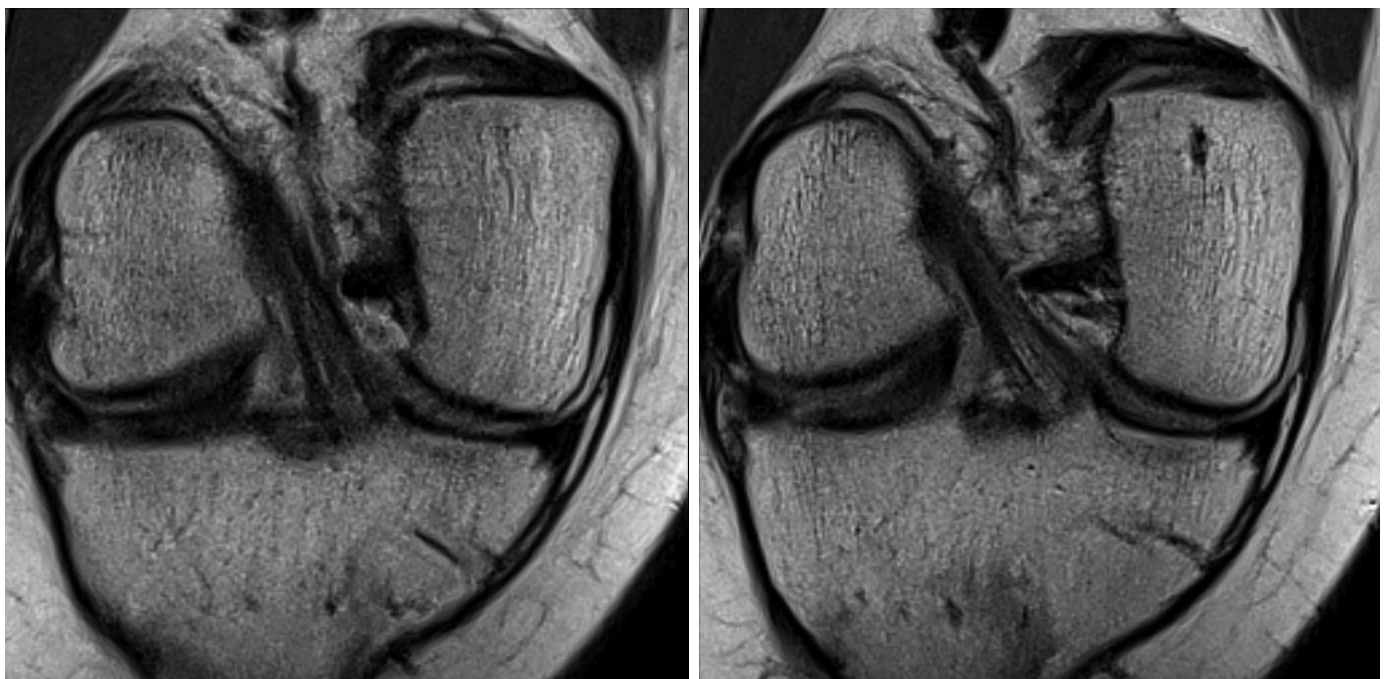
Нормальна ПХЗ на косих корональних (косокорональних) зрізах. Візуалізуються окремо антеромедіальний та постеролатеральний пучки. Томограф 1,5 Тесла
